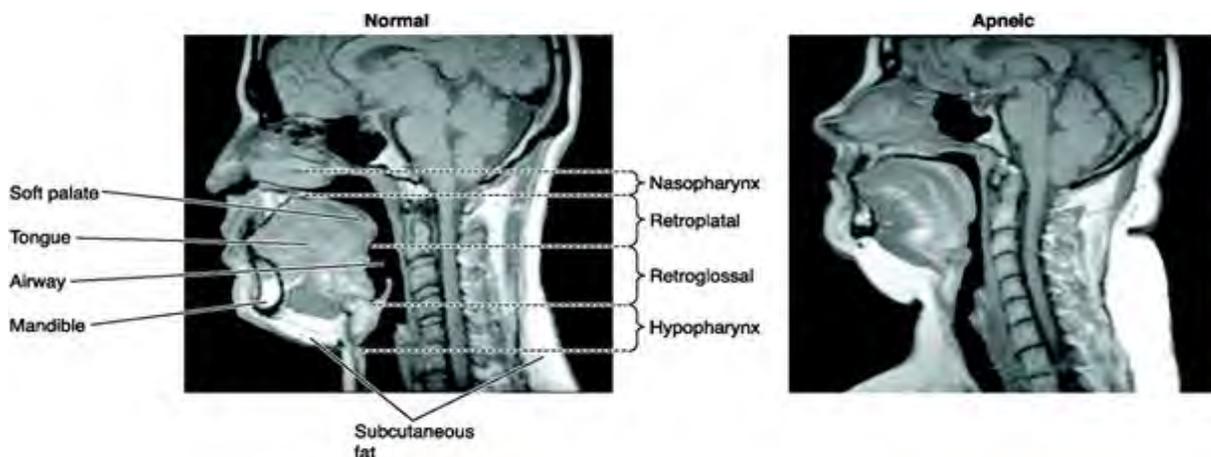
Image par résonance magnétique sagittal médian (IRM) chez un sujet normal (à gauche) et chez un patient souffrant d'AOS grave (à droite) (18)
